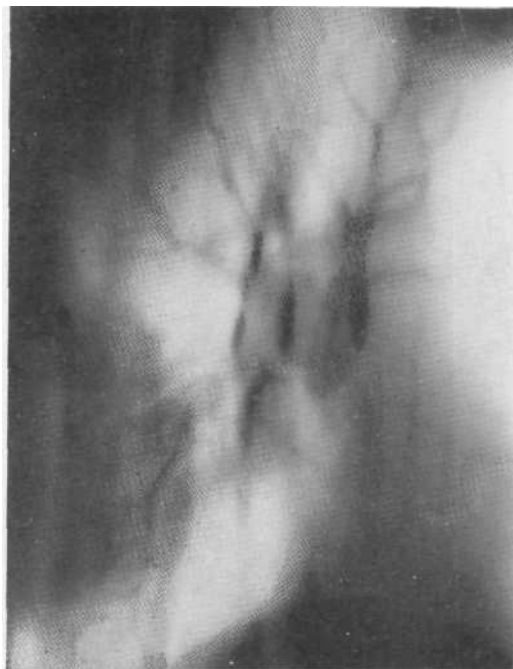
Томограмма в боковой проекции. Нижнедолевая пневмония, дающая тень округлой формы. На фоне затемнения отчетливо видны мелкие бронхи. Выздоровление.
